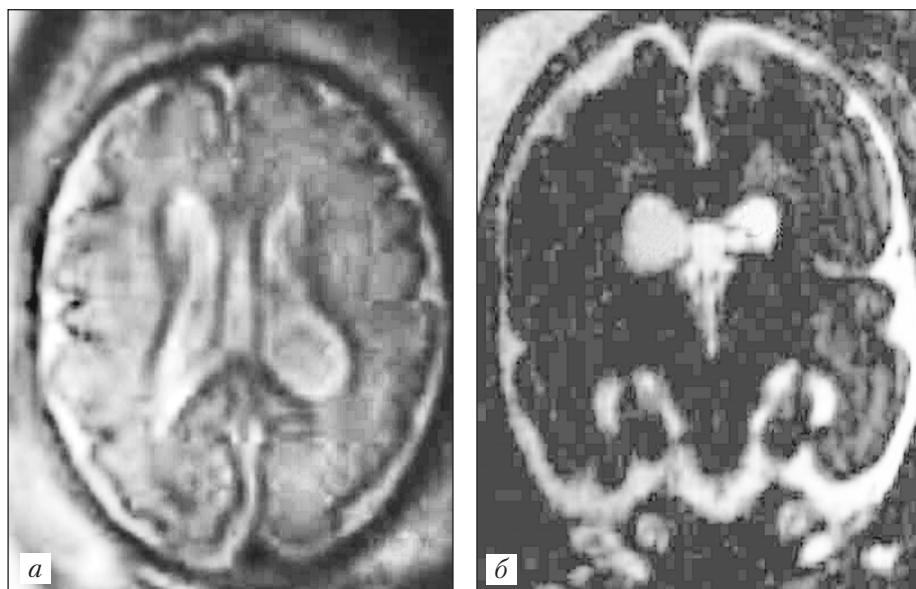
Опухоль сосудистого сплетения. Беременность 28 нед. Магнитно-резонансная томография: а — SS FSE, аксиальный трансвентрикулярный скан плода; б — коронарный скан плода (по К. Ф. Юсупову)
